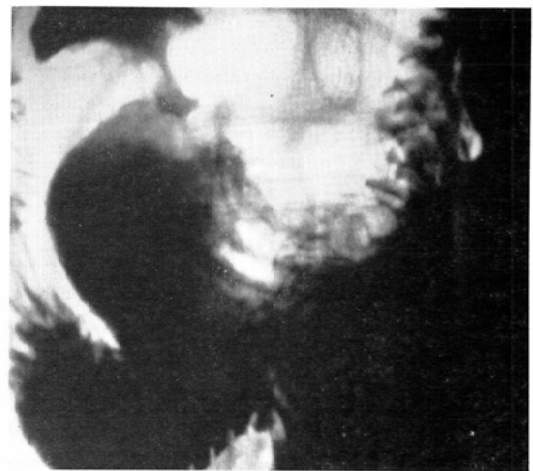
Compression radiograph of early cancer, Case 1.
